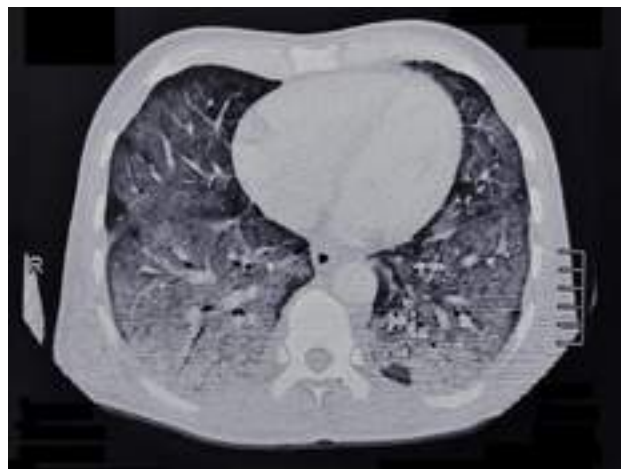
Tomografía de tórax que evidencia patrón en vidrio esmerilado con tendencia a la consolidación basal y bronquiectasias en ambos lóbulos inferiores.
